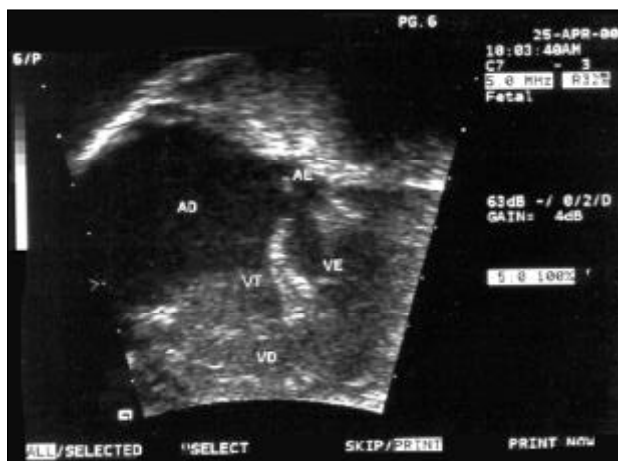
Ecocardiograma fetal: corte de 4 câmaras demonstrando aumento de átrio direito (AD) com implantação baixa da valva tricúspide (VT). AE - átrio esquerdo; VE - ventrículo esquerdo; VD - ventrículo direito.
